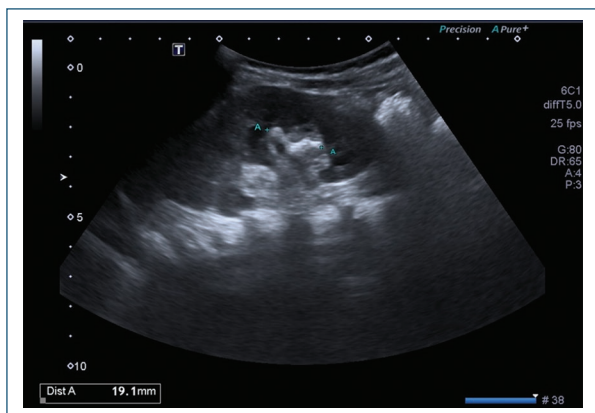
Ecografía de vías urinarias en la cual se observa un cálculo en topografía de la pelvis renal y cálices centrales del riñón izquierdo (coraliforme), sin efecto obstructivo.
